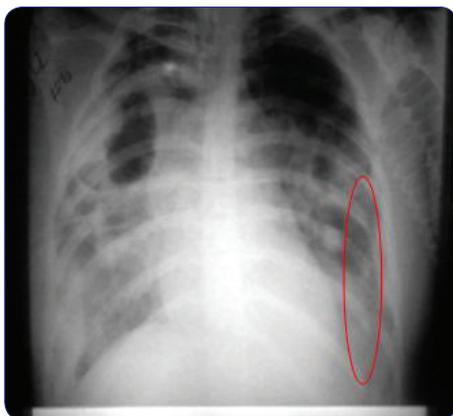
Radiografía inicial del paciente.
